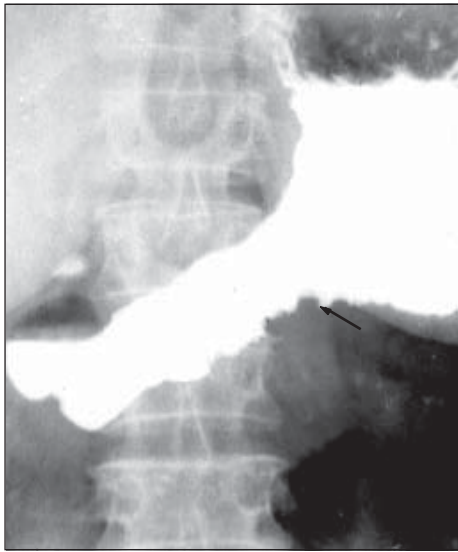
Рак шлунка, “злякисний рельєф” (контрастна рентгенограма).
